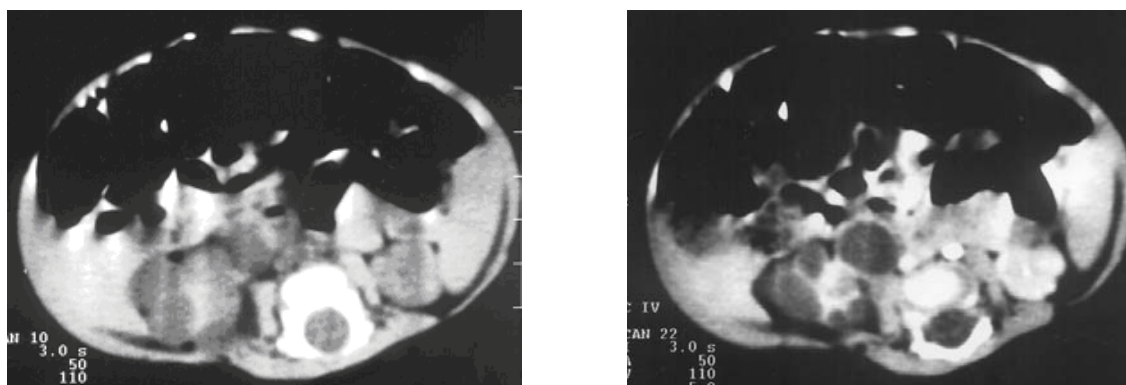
Rinichi displazic multichistic. Secțiuni axiale CT. Multiple imagini chistice ce înlocuiesc parenchimul renal drept.
